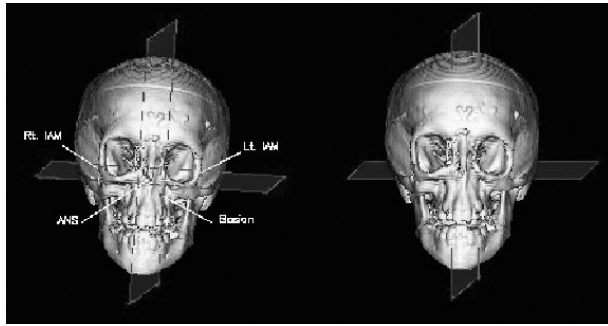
Position Registration of 3D CT data.
